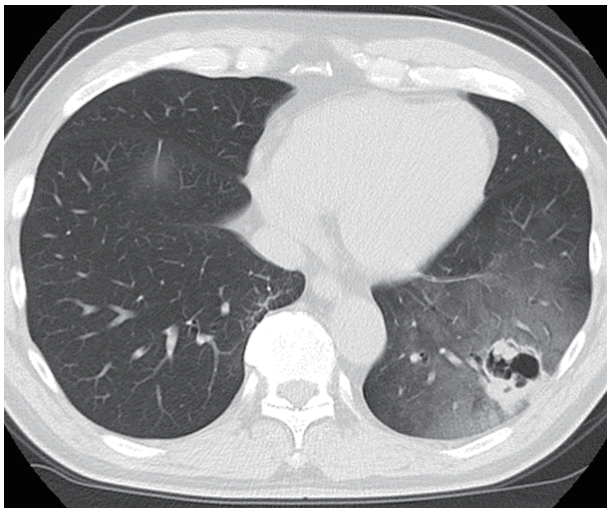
Chest CT shows a lung tumor shadow with a cavity around the ground-glass opacity in the left lower lobe.
